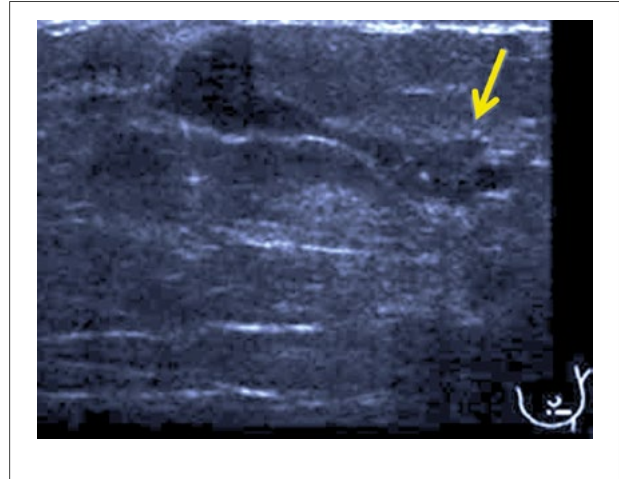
Ecografía de papiloma intraductal.
